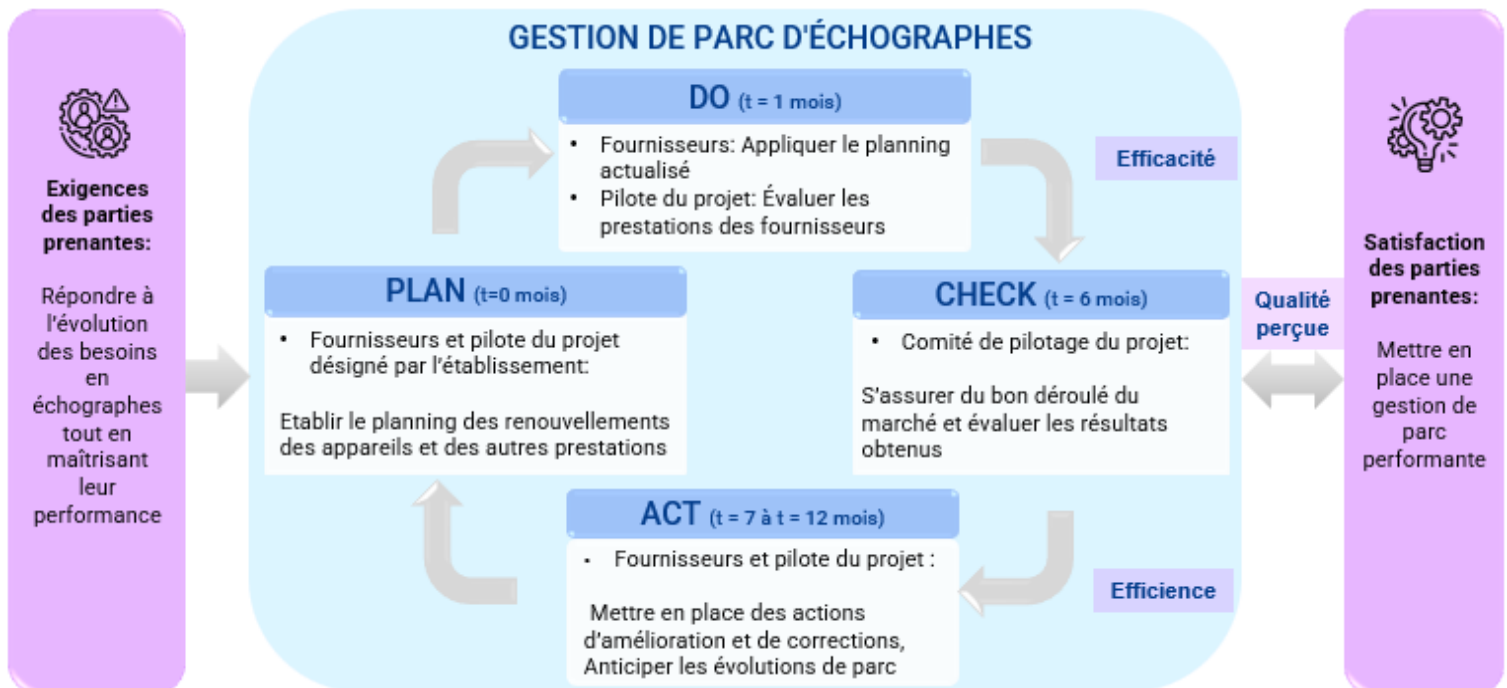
Cycle PDCA du projet de gestion de parc des échographes (Source : Auteure)
